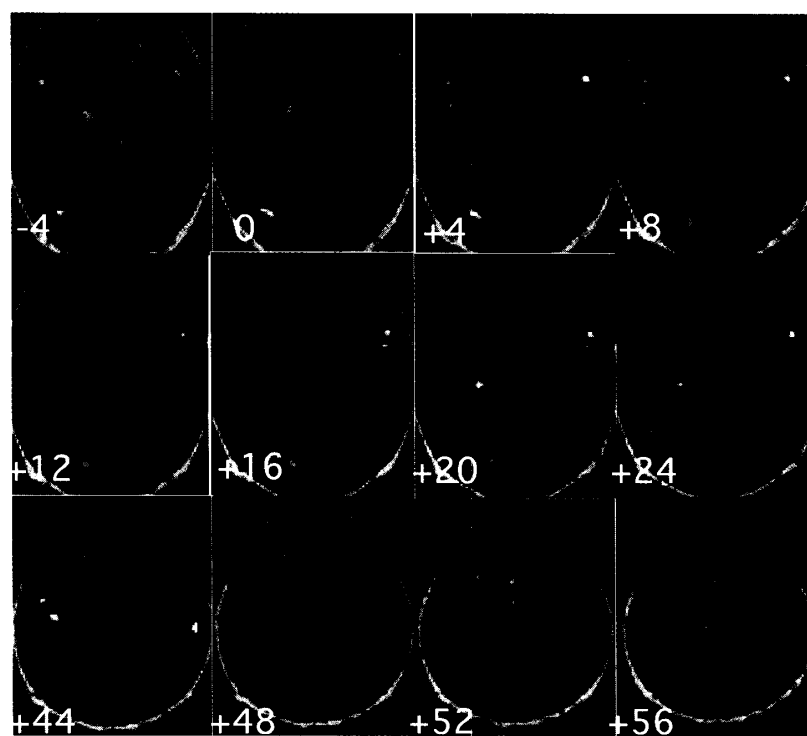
MRI T₁強調画像水平断に重ねた症例4の機能的MRI画像所見
